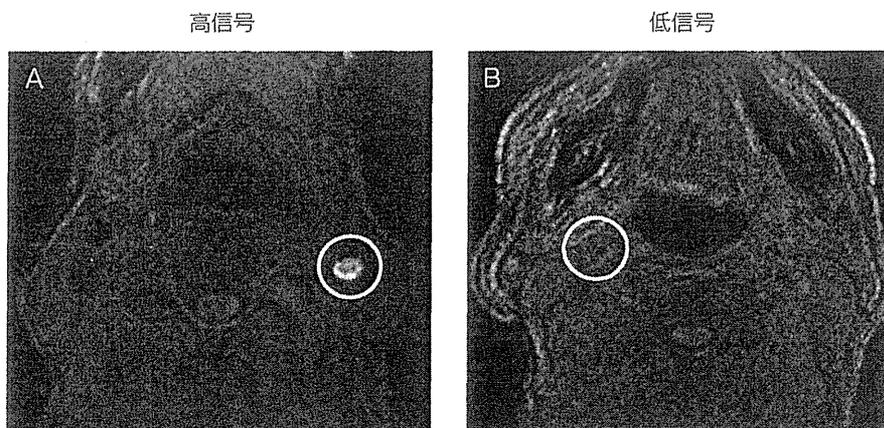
頸動脈の MRI 画像 (MPRAGE)
